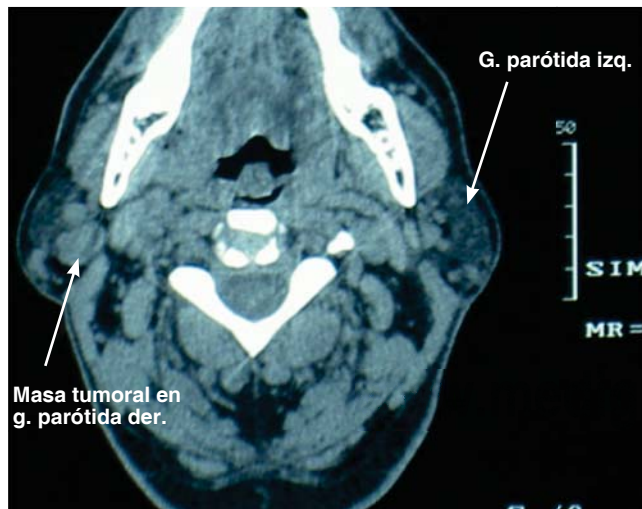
Tomografía axial computarizada, en donde se observan ambas glándulas parotídeas: la derecha presenta masa tumoral de 2 x 3 cm de mayor densidad que la del tejido glandular, correspondiendo a tumor de Warthin.
